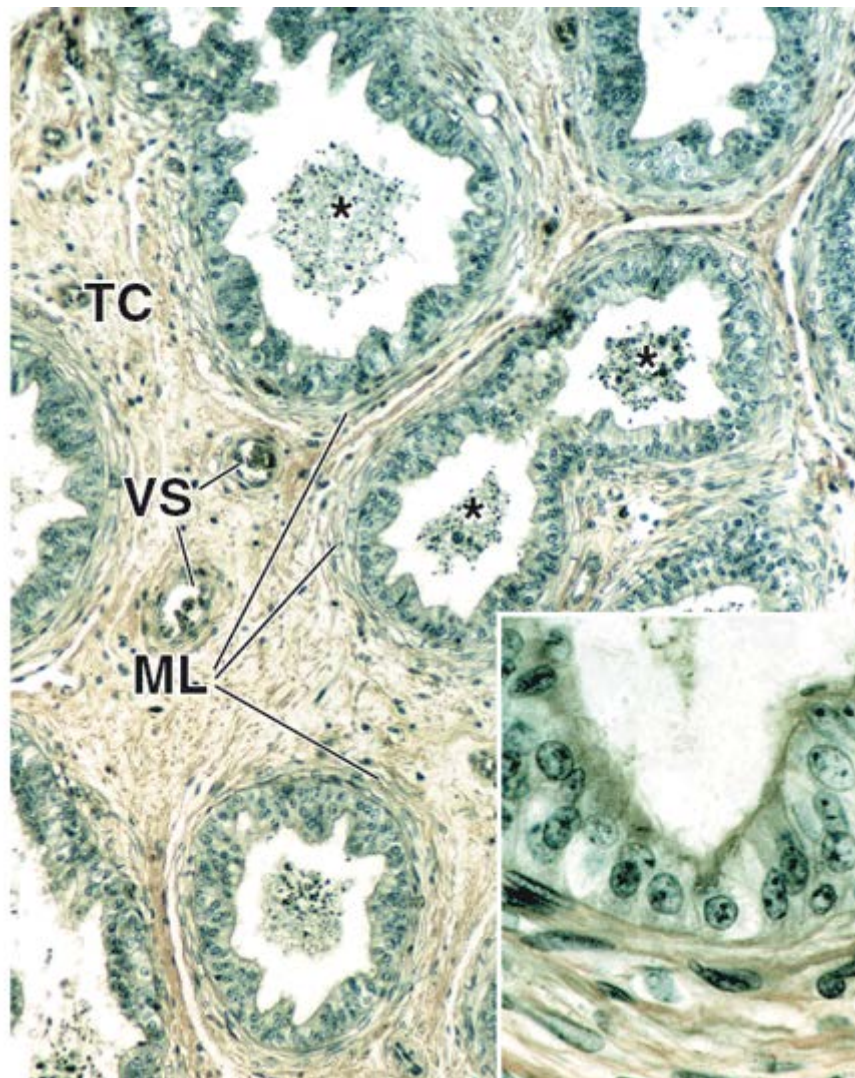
Fotomicrografia dos ductulos eferentes. A amostra nesta fotomicrografia foi corada com ácido pícrico e hematoxilina para melhor observação dos componentes epiteliais dos ductulos eferentes. Estes são revestidos por epitélio pseudoestratificado colunar. A superfície luminal exhibe aspecto ondulado, devido à existência de grupos alternados de células colunares altas e células cuboides. Os ductulos são circundados por várias camadas de músculo liso (ML) de disposição circular. No lúmen dos ductulos, há agrupamentos de espermatozoides (*asteriscos*). O tecido conjuntivo (TC) compõe o estroma do órgão e contém vasos sanguíneos (VS) de vários calibres. 120×. Detalhe. Este maior aumento do epitélio pseudoestratificado mostra células colunares e cuboides que contêm cílios esparsos. 500×.
